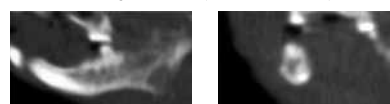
Результаты анализа компьютерной томографии
